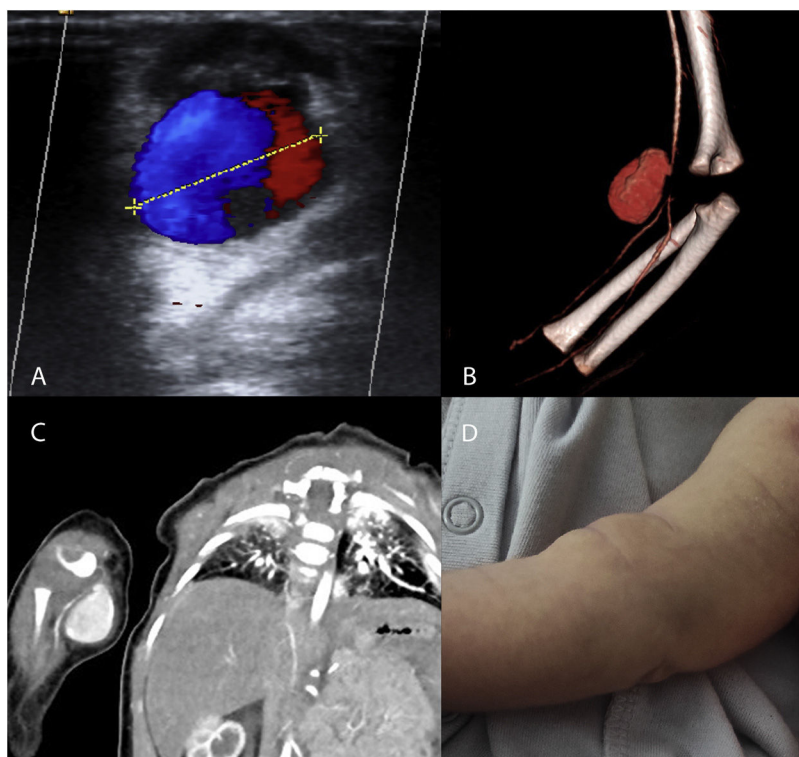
Estudios radiológicos de pacientes con pseudoaneurismas. A) Ecografía Doppler. Signo del Yin-Yang atribuido a flujo turbulento en el pseudoaneurisma arterial. B, C) Angio-TC y reconstrucción 3D del pseudoaneurisma dependiente de la arteria humeral derecha, con disminución distal del calibre vascular. D: Fotografía del paciente con pseudoaneurisma de la arteria humeral. Masa en el antebrazo derecho 48 horas después de la punción traumática.
